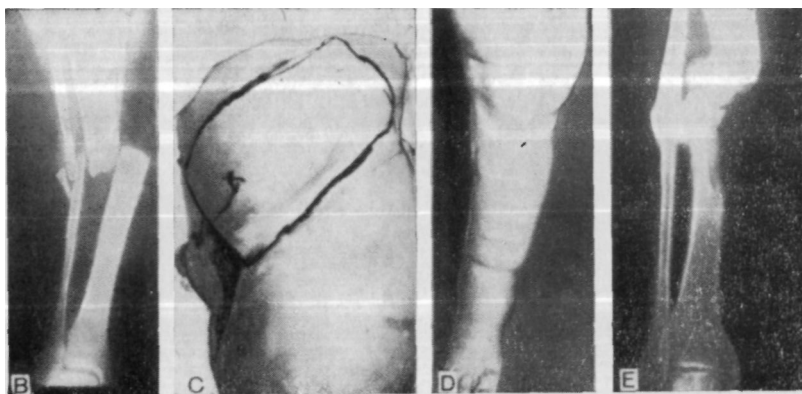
В. Предоперационная рентгенограмма. Смещение отломков костей. С. Свободный паховый лоскут размером 23X18 см. D. Переселенный паховый лоскут через 1 год. Сосуды лоскута сшиты с передними большеберцовыми сосудами. E. Прочная консолидация костей через 1 год.
